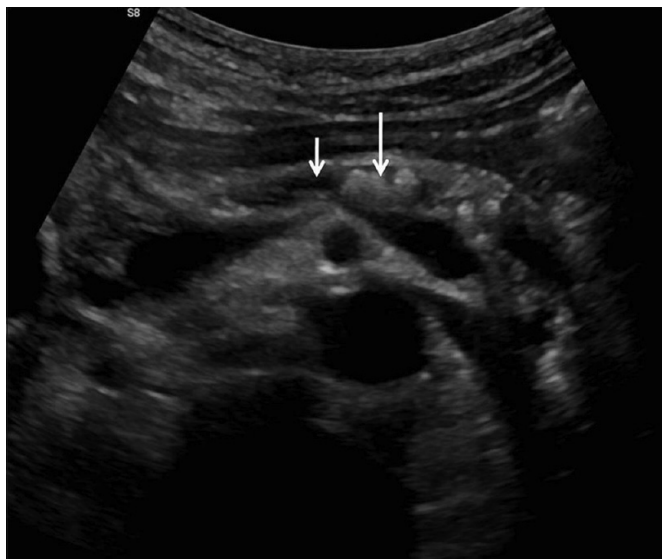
УЗИ брюшной полости показывает атрофическую поджелудочную железу с расширенным основным протоком поджелудочной железы (короткая стрелка) с внутрипротоковыми камнями (стрелка).
